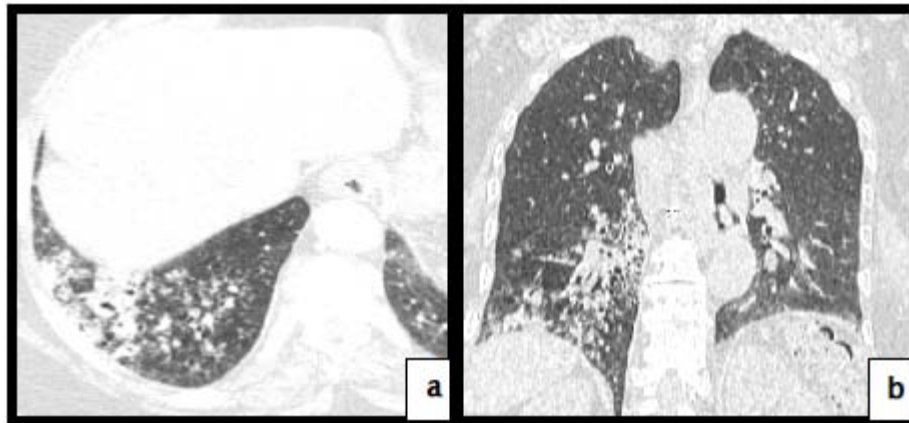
TDM thoracique, coupe axiale (a) et reconstruction coronale (b), en
